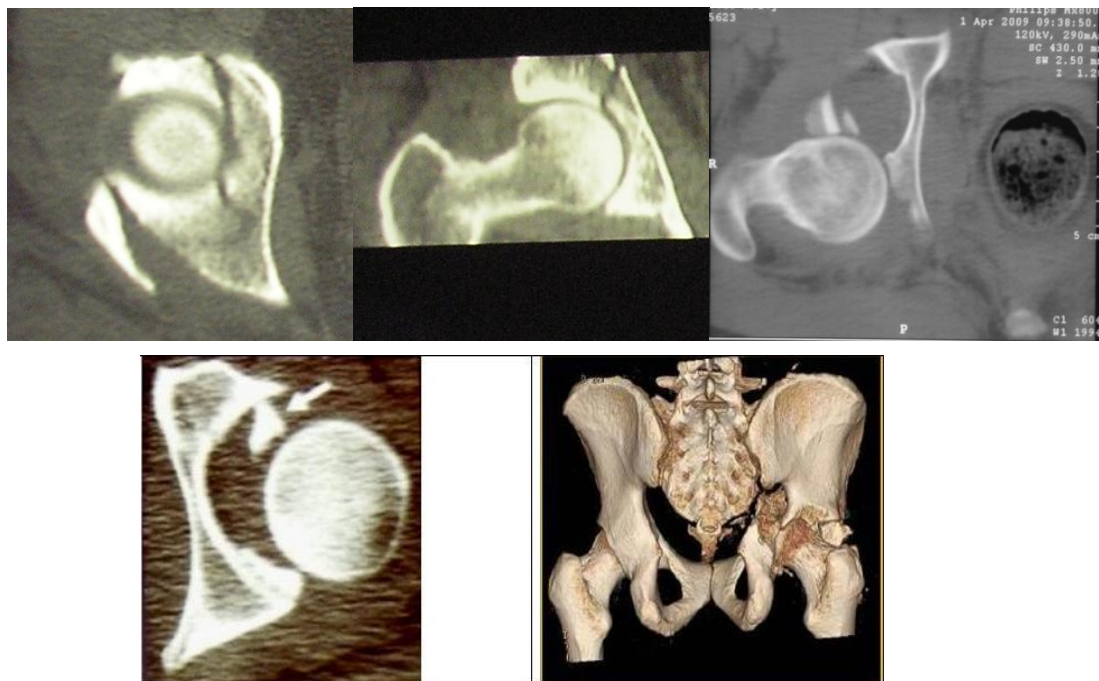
Комп'ютерна томографія при пошкодженнях кульшового суглоба
